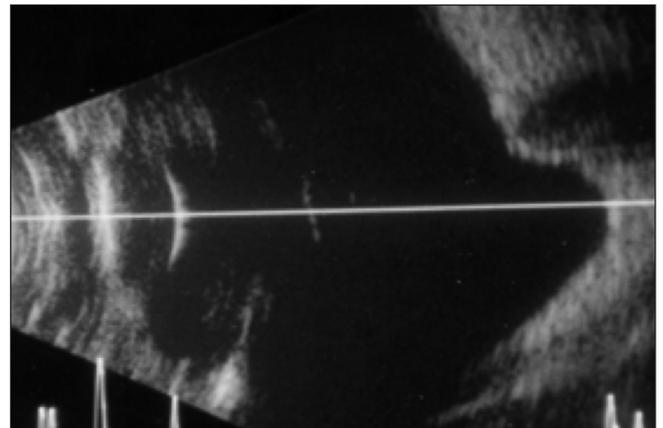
Coupe horizontale axiale permettant de guider la mesure échographique par une image en mode B. Cette technique est très utile en cas d'absence de réponse des biomètres optiques par perte de transparence des milieux ou bien en cas de forte myopie avec staphylome.
